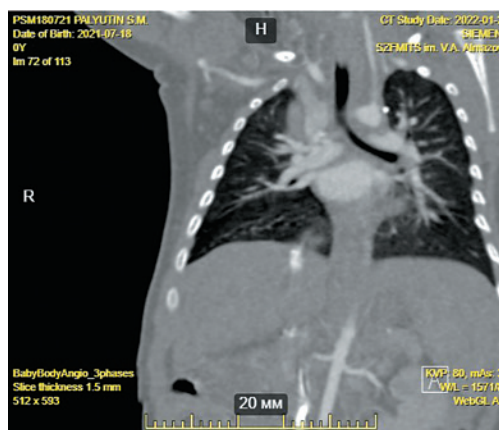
КТ ОГК: уменьшение образования верхнего средостения (11 x 8,5 x 11мм)
